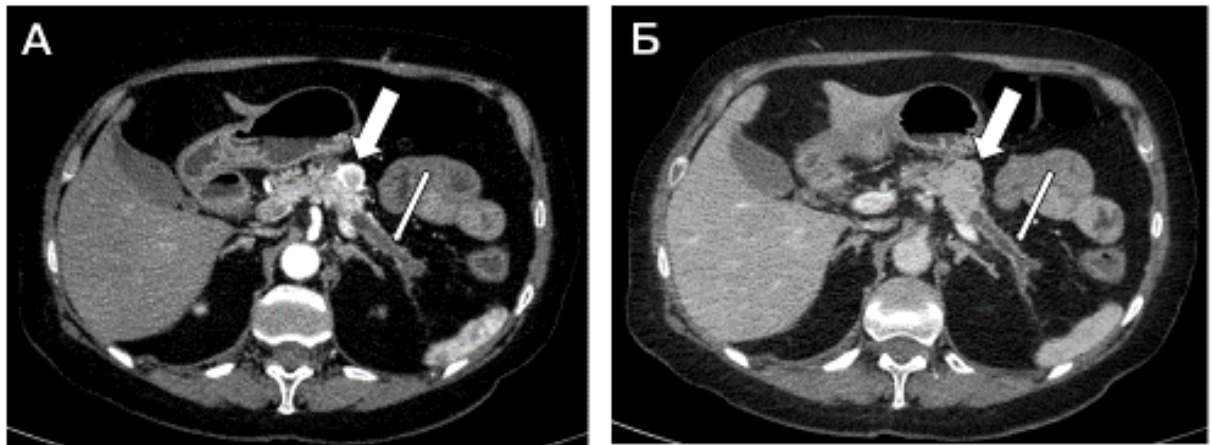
НЭО тела поджелудочной железы Grade 2 (указана толстой стрелкой), с блоком главного панкреатического протока, расширением протока на уровне тела и хвоста (указано тонкой стрелкой). Серия МСКТ-изображений полученных в артериальную (А), венозную (Б) фазы контрастного усиления
